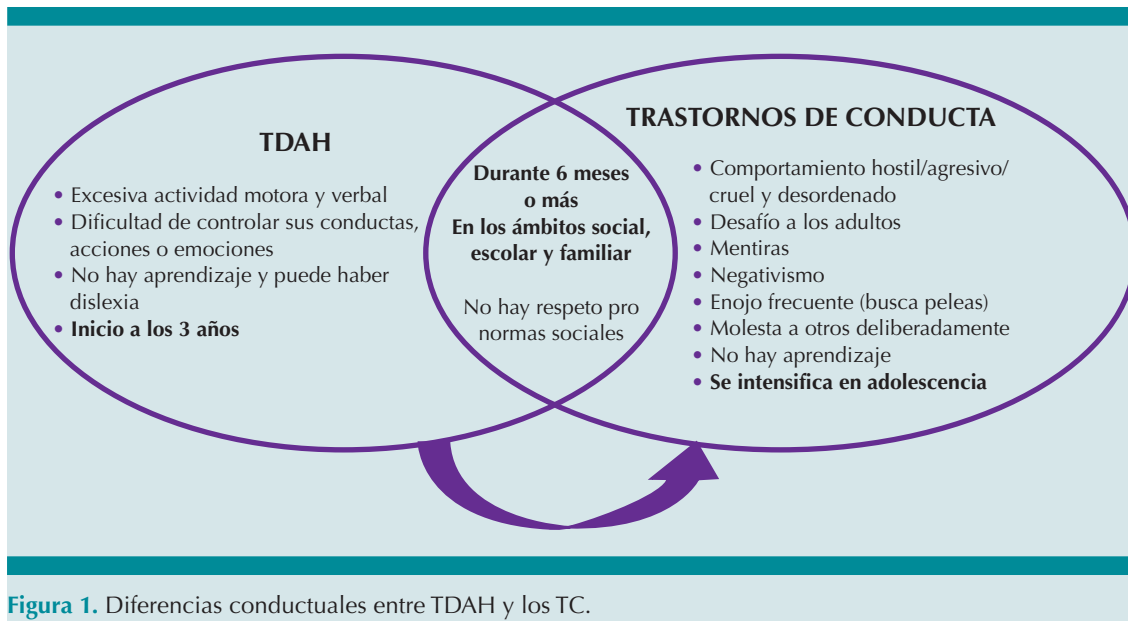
Diferencias conductuales entre TDAH y los TC.
